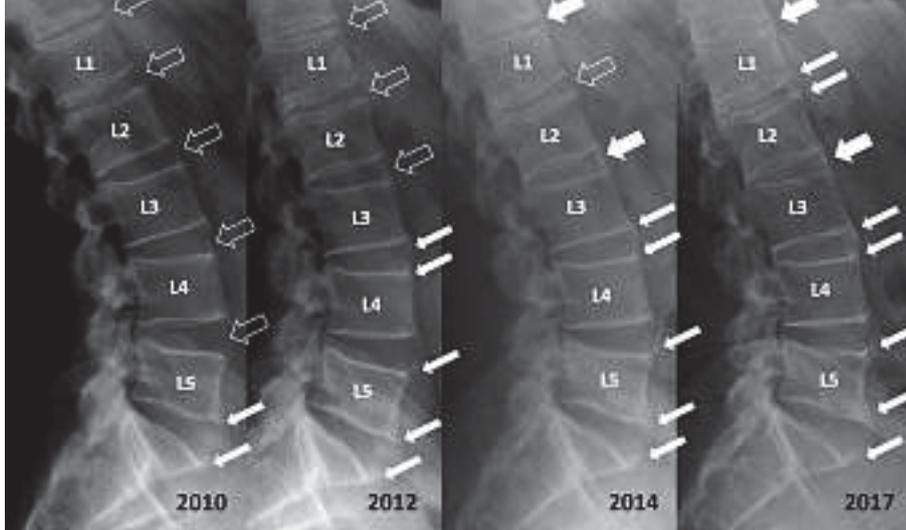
Wiederholte laterale Ansicht einer Lendenwirbelsäule im Röntgenbild bei einem Patienten mit axialer Spondyloarthritis über einen Zeitraum von sieben Jahren mit Nachweis einer zunehmenden überbrückenden Verknöcherung im vorderen Bereich.
